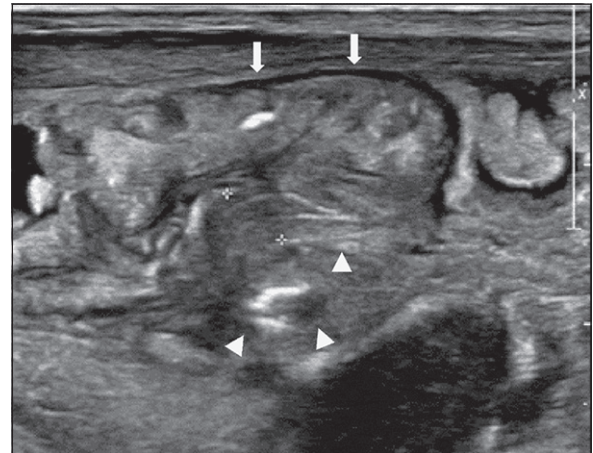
Ecotomografía abdominal: Muestra engrosamiento de asas intestinales y mayor ecogenicidad en tejido adiposo de flanco y fosa ilíaca derecha.
